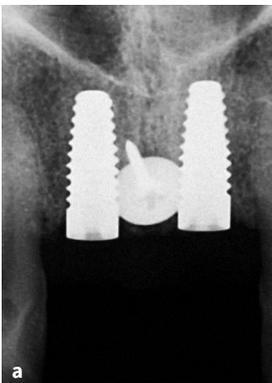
bis c Röntgenkontrolle nach Insertion (a) und nach 3 Jahren (b), DVT nach 3 Jahren (c).
